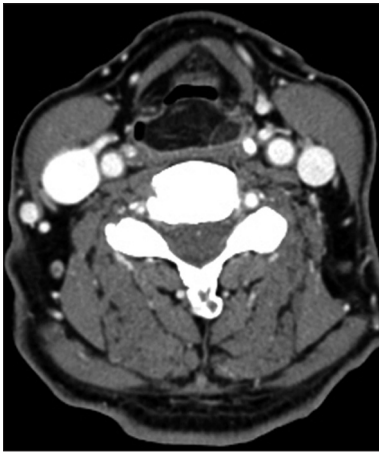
Neck CT scan findings. Axial view shows 3.0×3.0×1.5cm size ovoid mass with heterogenous density in the posterior pharyngeal wall and pyriform sinuses.
